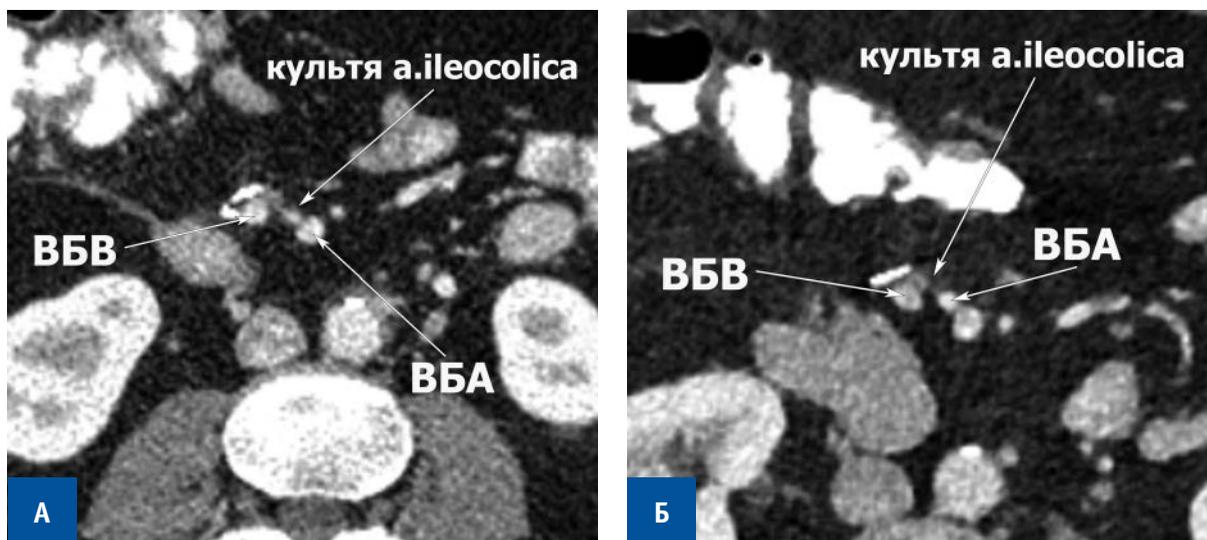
Изменение вида культы подвздошно-ободочной артерии при КТ-исследованиях в динамике. А) КТ-исследование через 1 месяц после операции. Культя артерии визуализируется в виде тяжа с неровными контурами (аксиальная реконструкция); Б) КТ-исследование через 1 год 8 месяцев после операции. В динамике отмечается уменьшение толщины культы подвздошно-ободочной артерии и повышение чёткости ее контуров (аксиальная реконструкция). ВБВ — верхняя брыжеечная вена, ВБА — верхняя брыжеечная артерия, а.ileocolica — подвздошно-ободочная артерия
